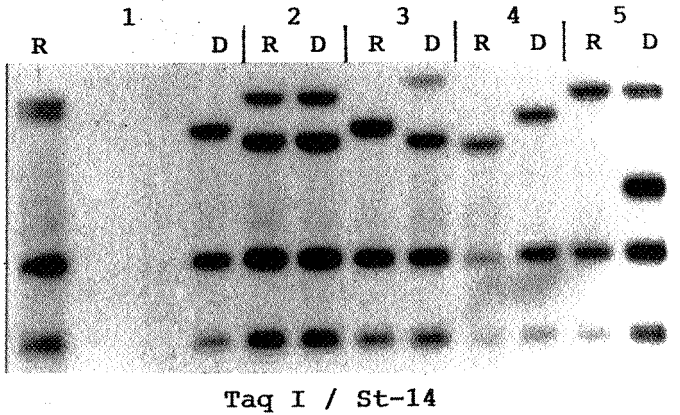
Autorradiografía que muestra el patrón obtenido al estudiar 5 parejas donante-receptor mediante digestión con el enzima Taq I y posterior hibridación con la sonda St-14, mediante técnica de Southern.
